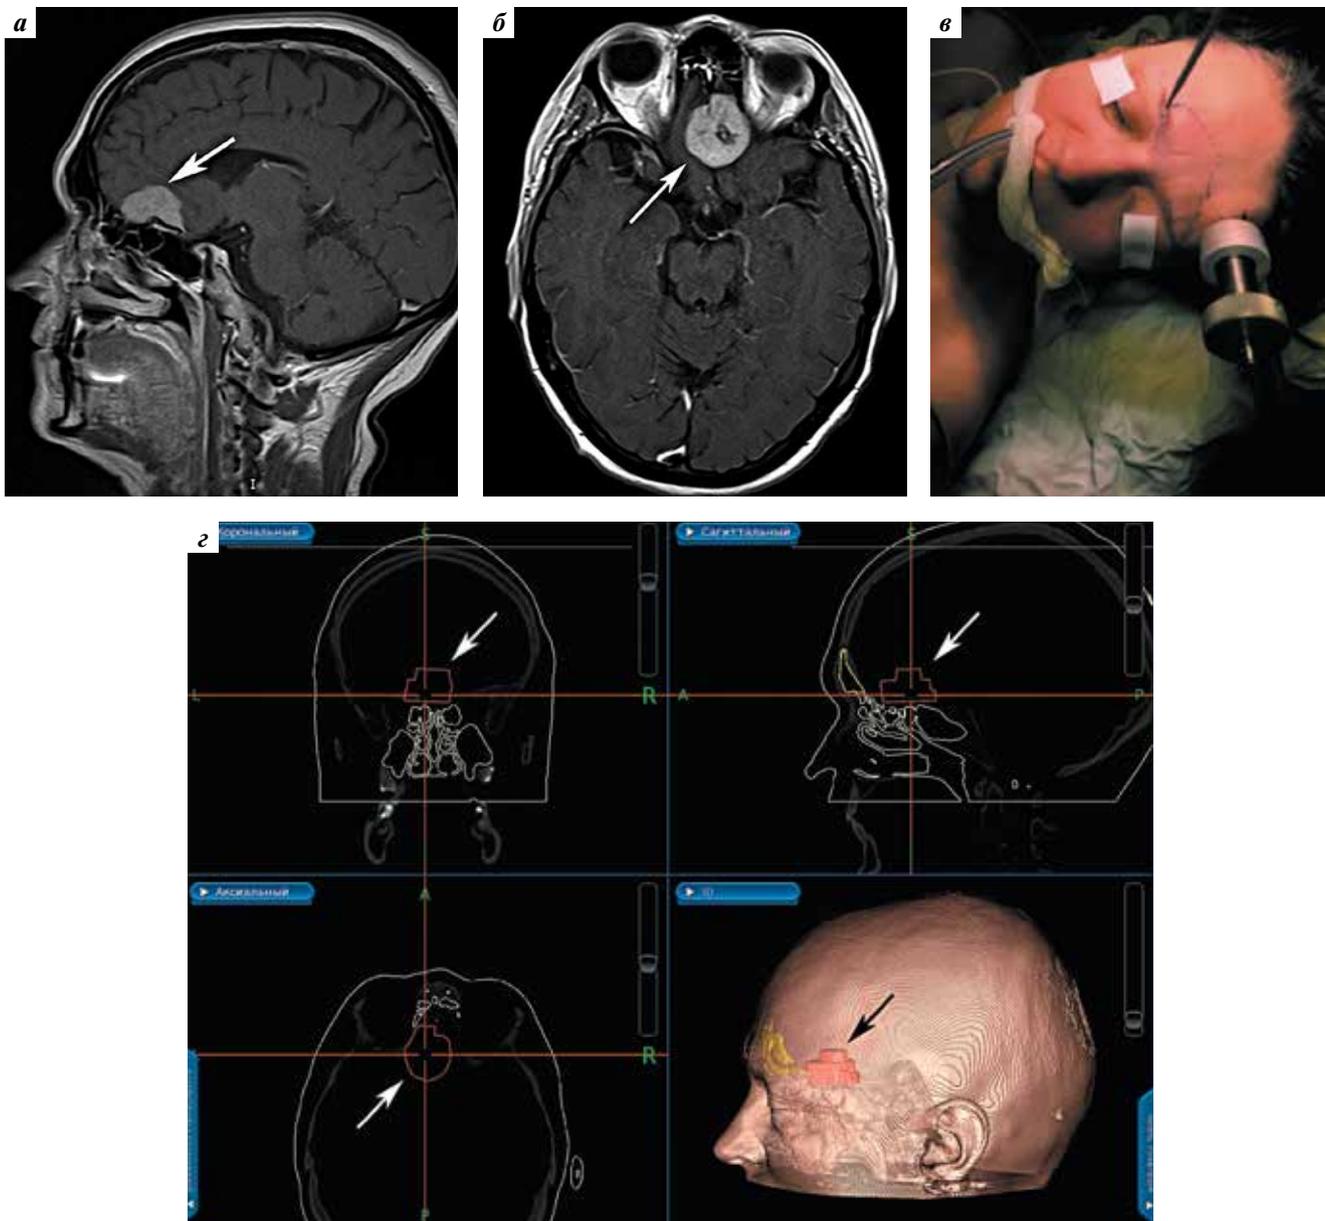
Предоперационная разметка лобных пазух с использованием системы нейронавигации: а, б – менигиома ольфакторной ямки со смещением влево по данным компьютерной томографии в сагиттальной (а) и фронтальной (б) проекциях; в – разметка проекции лобных пазух на коже; з – оценка расположения лобных пазух (обозначены желтым цветом) и опухоли (отмечена красным цветом) в системе нейронавигации
